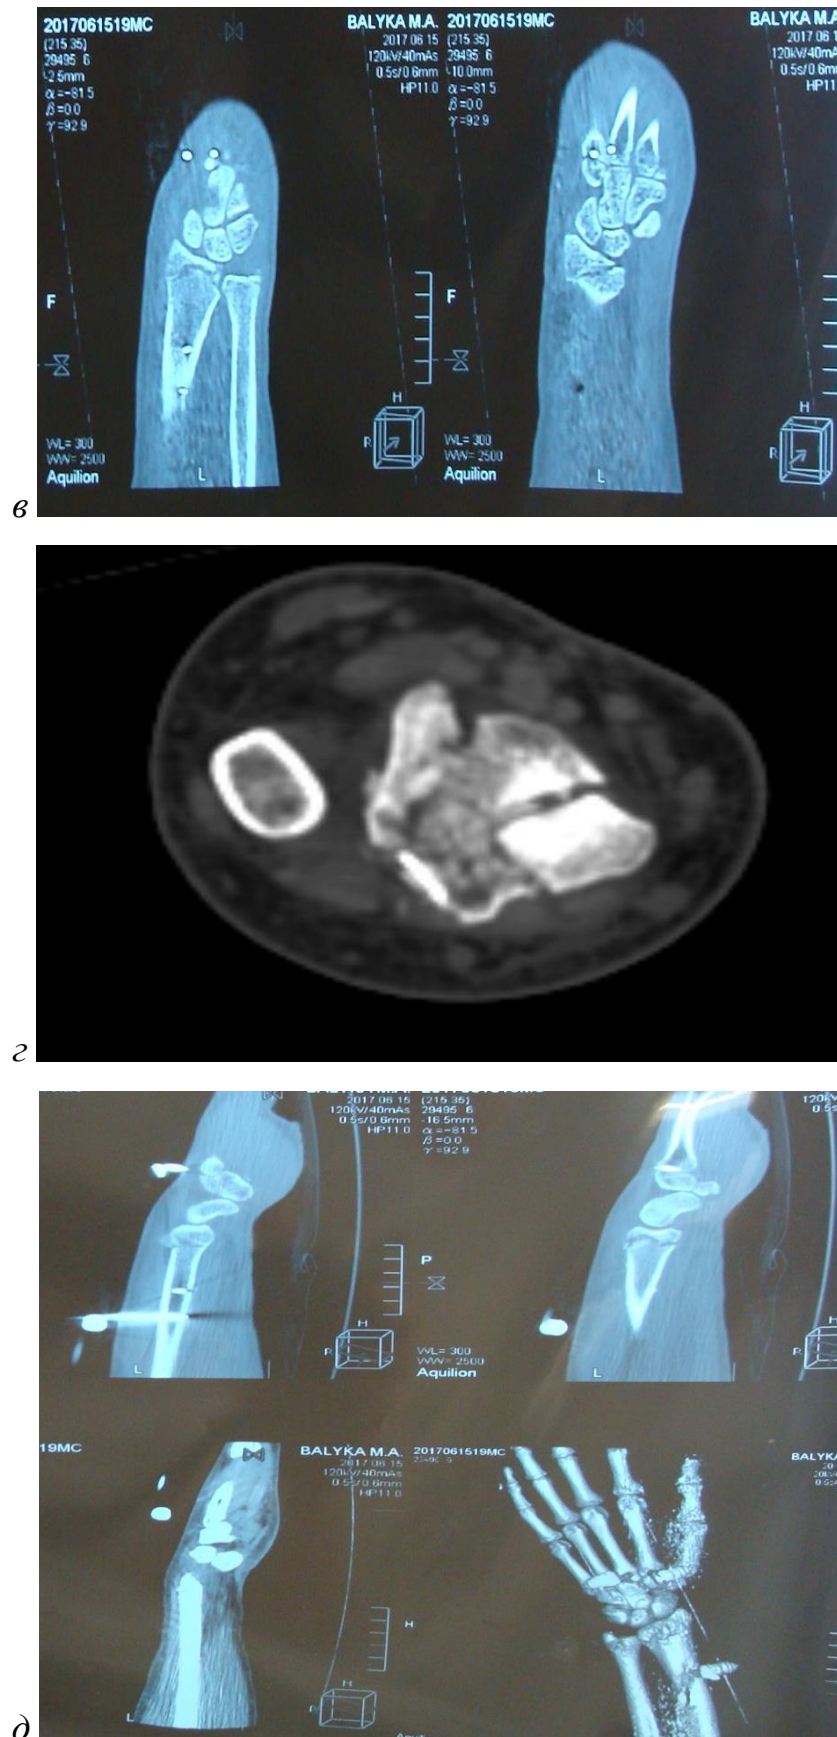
продолжение*: в-д — результаты КТ левого лучезапястного сустава после операции в коронарной, аксиальной и сагиттальной проекциях и 3D-реконструкция
